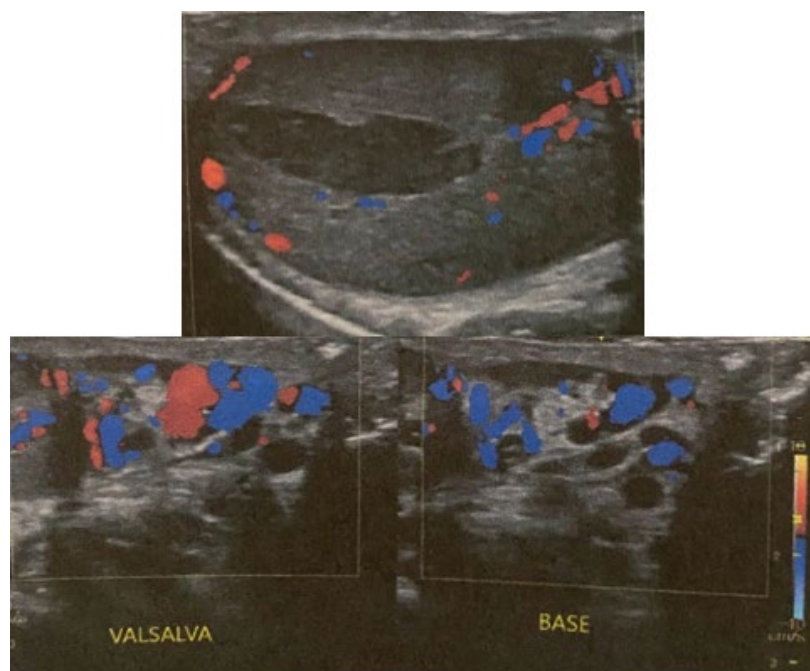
По результатам цветовой доплерографии отмечено нарушение перфузии: отсутствие кровотока в очаге поражения и гиперваскуляризация по его периферии. Ипсилатеральный придаток яичка с отёчностью и неоднородной структурой отличается по эхогенности от контралатерального (а). Такую картину следует принимать во внимание при дифференциальной диагностике с небольшими опухолями, в которых зачастую отсутствует перфузия, однако морфология данных опухолей отличается от клиновидной. По результатам цветовой доплерографии перфузия в удлинённой овальной области ишемии отсутствовала. Нижние изображения представляют результаты эхокардиографии с цветовой доплерографией во время пробы Вальсальвы (b) и в исходном состоянии (c). Проведенное исследование дало одинаковые результаты.
